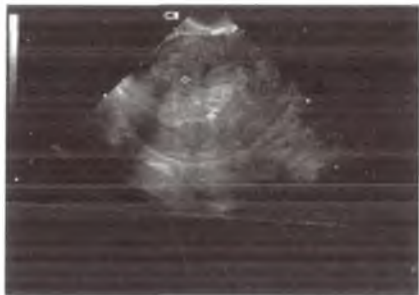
Гиперплазия эндометрия. УЗИ.
